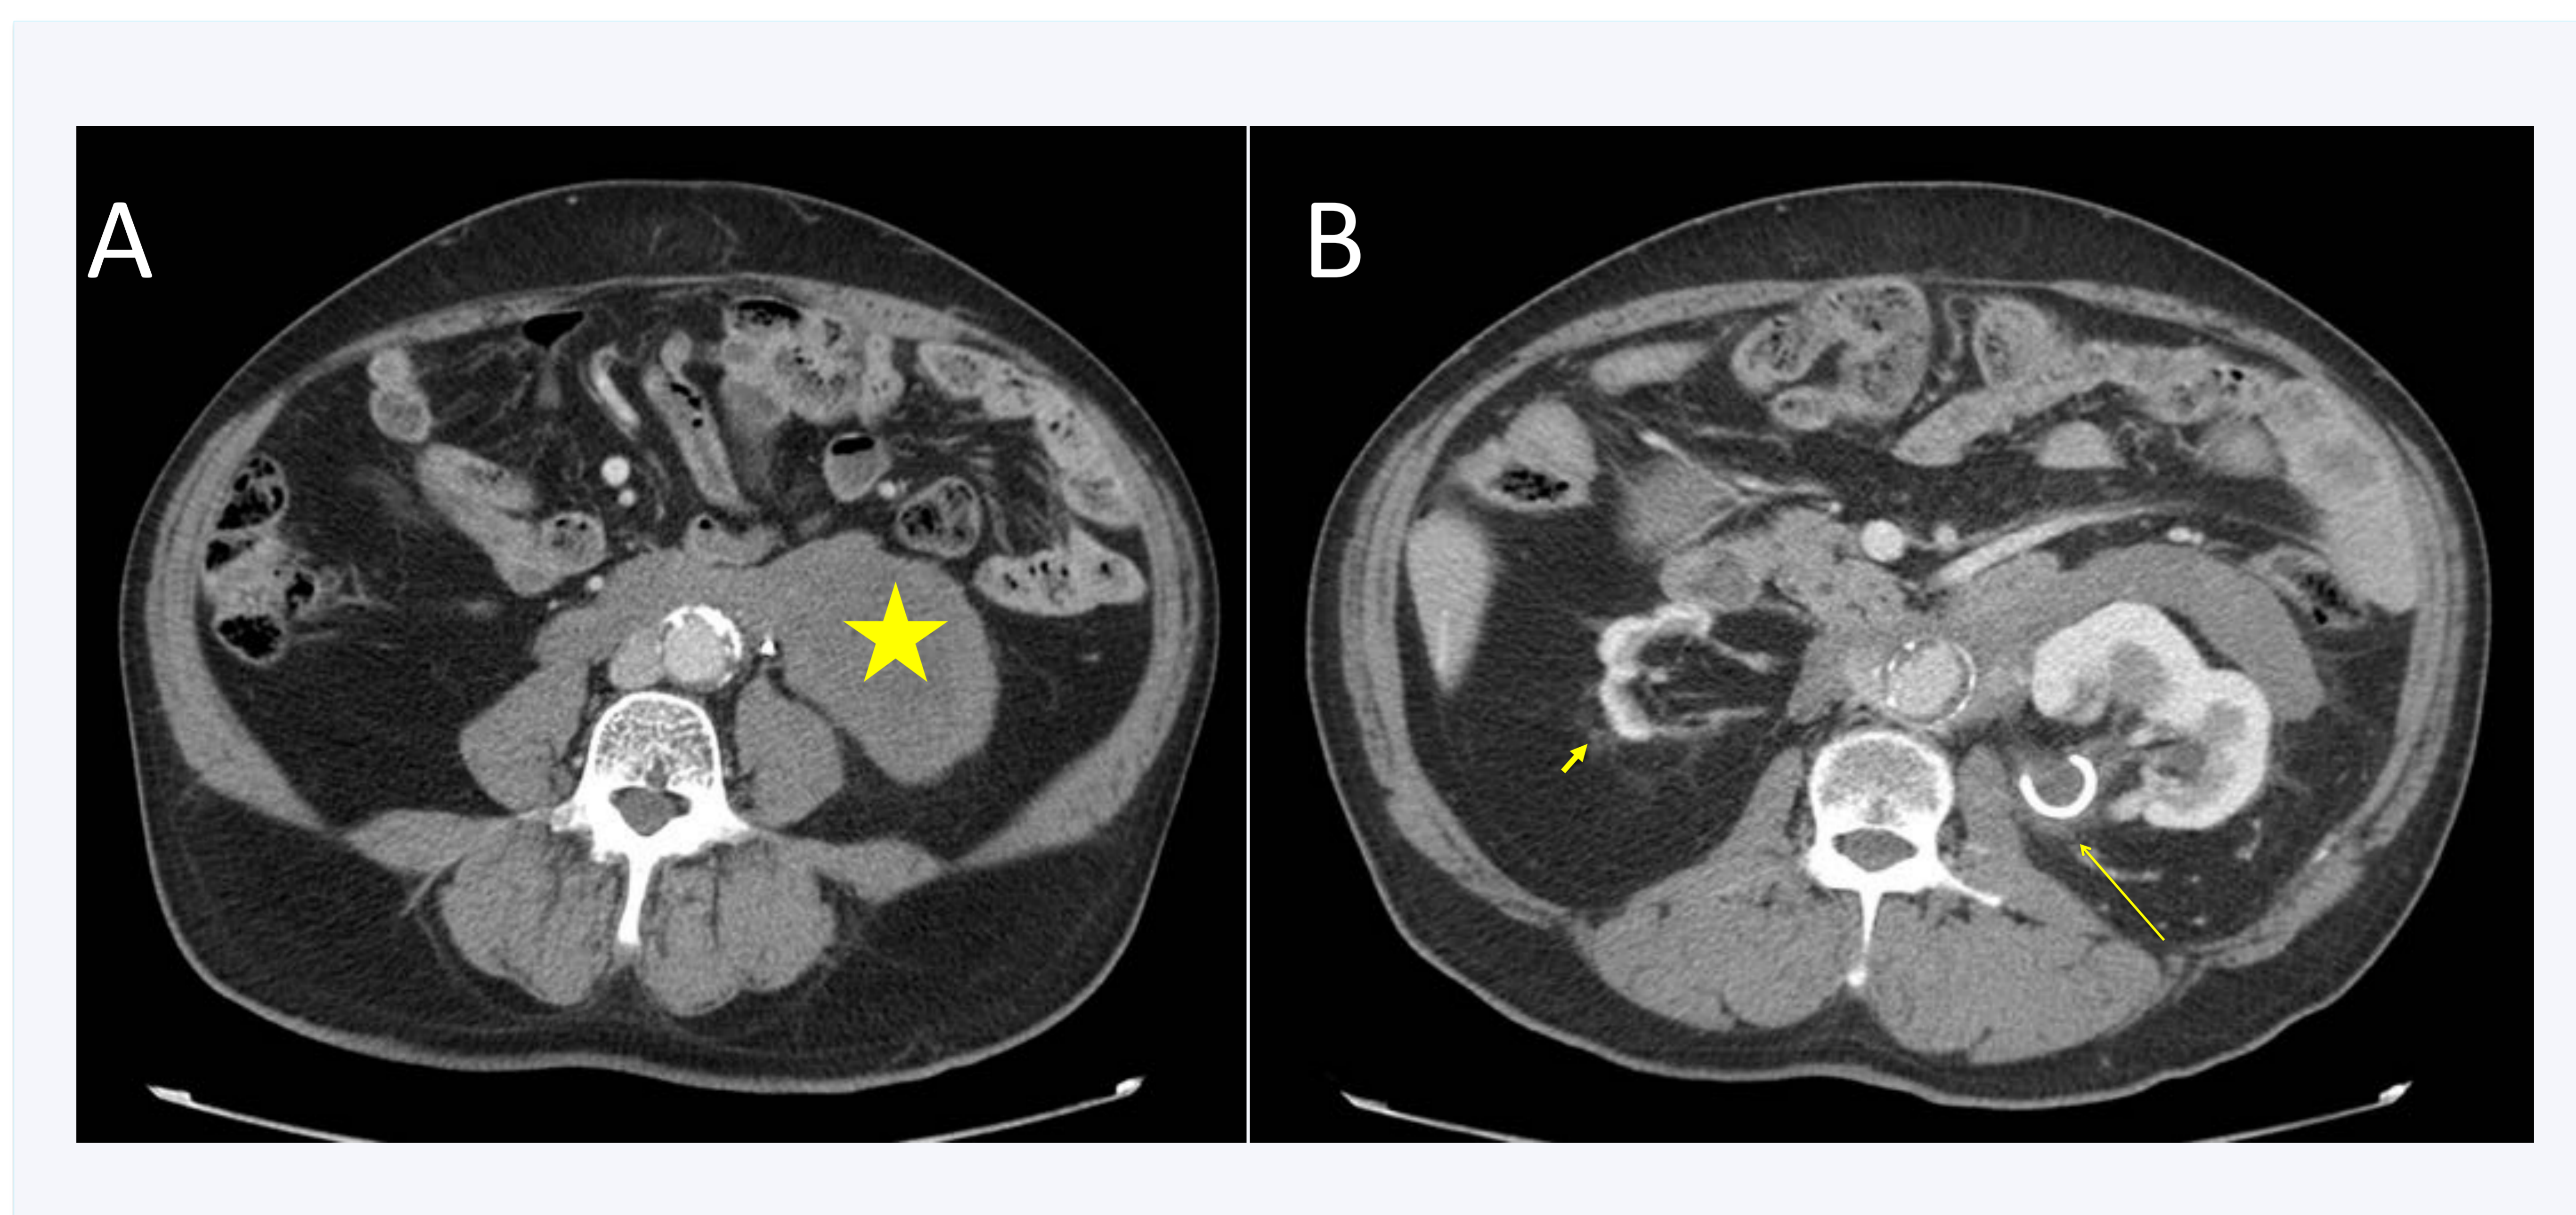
Fibrosis retroperitoneal idiopática. A y B) Cortes axiales de TC con contraste intravenoso en las que se puede apreciar una masa retroperitoneal de densidad de partes blandas (estrella). B) La hidronefrosis secundaria al atrapamiento ureteral del uréter distal izquierdo obligó a la colocación de un catéter doble-J (flecha). Obsérvese la atrofia del riñón derecho probablemente secundaria a una obstrucción crónica.
